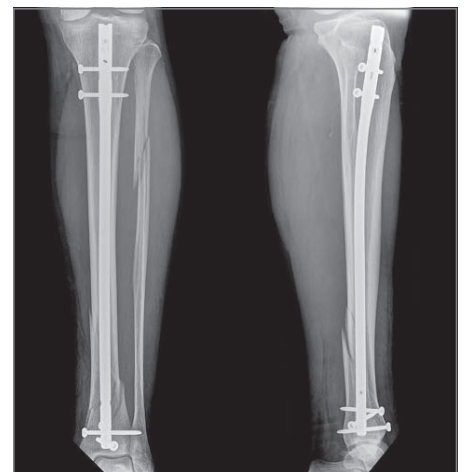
Postoperatives Röntgen in 2 Ebenen. Die Versorgung erfolgte innerhalb von 2h nach Eintreffen der Patientin mit einem Expert Tibia Nail (Fa. Synthes) 9mm/34,5cm, die Stabilität des kurzen distalen Frakturfragmentes wurde durch Einbringen von drei differenzangulierten Verriegelungsbolzen erzielt. Postoperativ wurde das betroffene Bein mittels Unterarmstützkrücken für 2 Wochen mit 15kg teilbelastet
